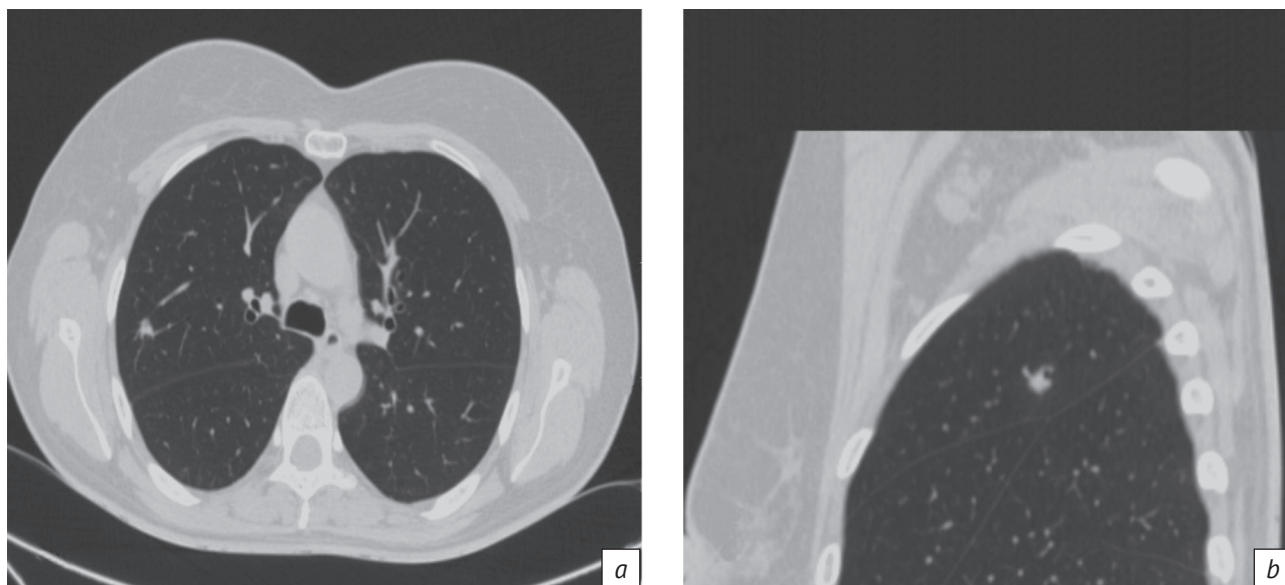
КТ. В С3 правого легкого солидный очаг, отсутствует связь очага с бронхом:
